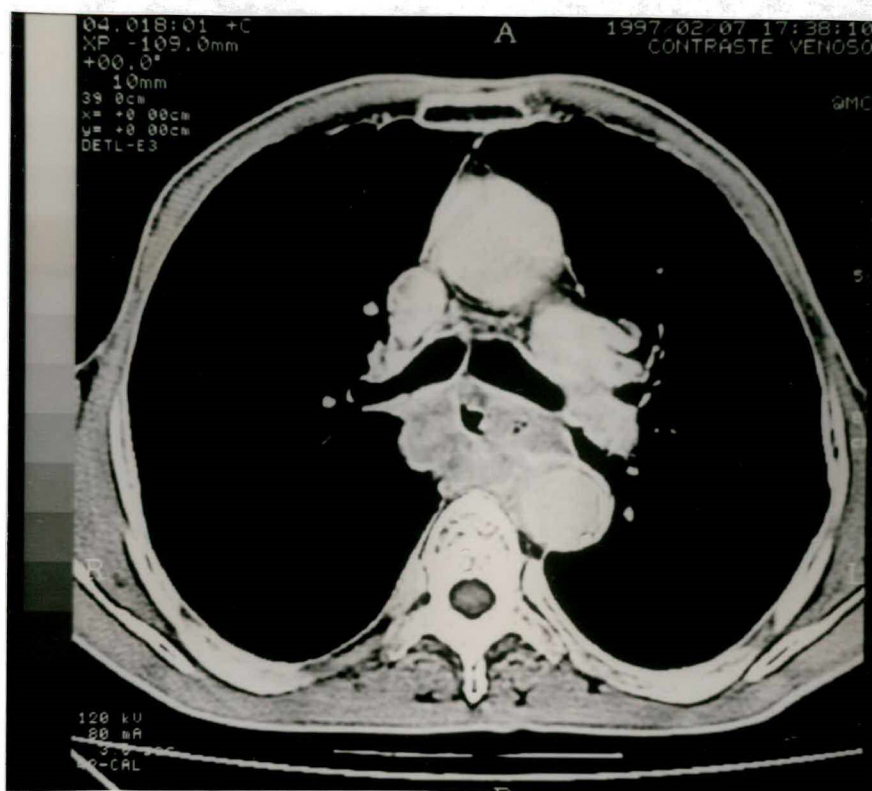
Tomografia Computadorizada de Tórax evidenciando lesão expansiva infiltrativa e estenosante do 1/3 médio do esôfago com 7cm de extensão . A lesão apresenta extensões extra serosas insinuando-se às adjacências da traquéia inferior, carina, artéria pulmonar, aorta descendente peri-lesional e brônquio fonte esquerdo.
